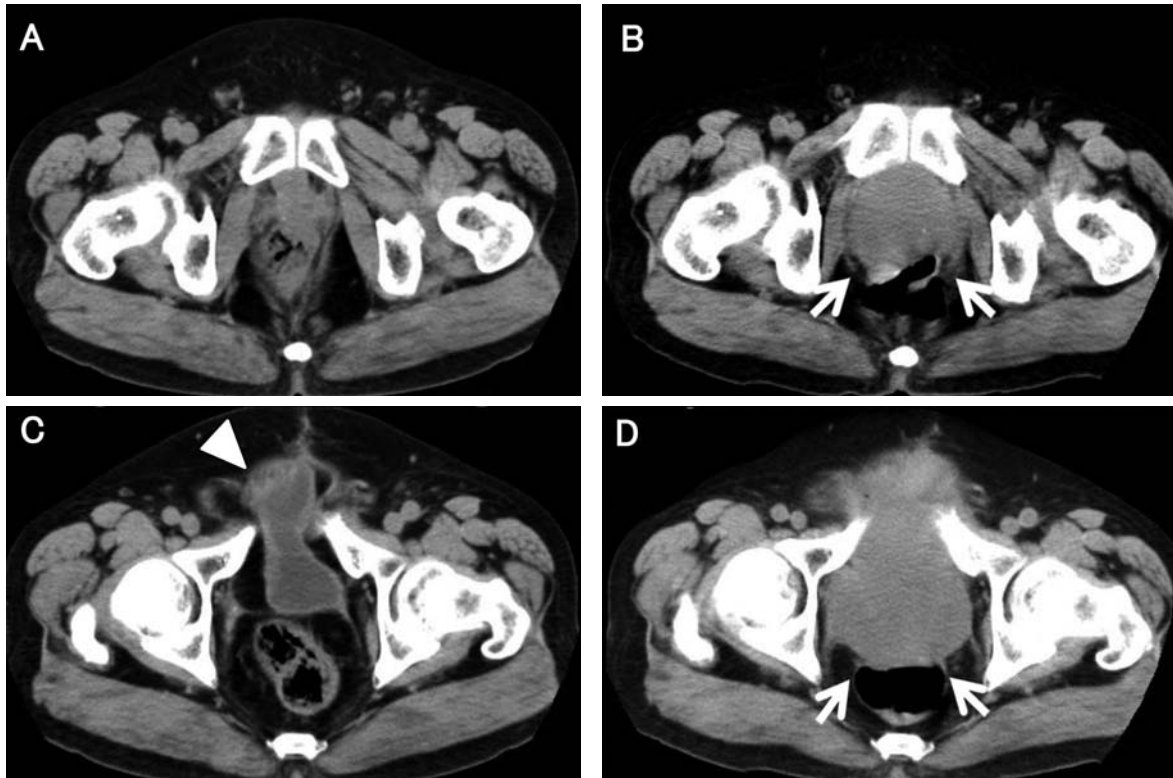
Plain CT findings during follow up after radical cystectomy and ileal neobladder reconstruction. A and C: 6 months. B and D: 9 months. CT (A and C) showed ileal neobladder reconstruction (arrow head), but did not detect recurrence of the bladder tumor. CT (B and D) showed huge tumor (arrow) in the pelvis.
